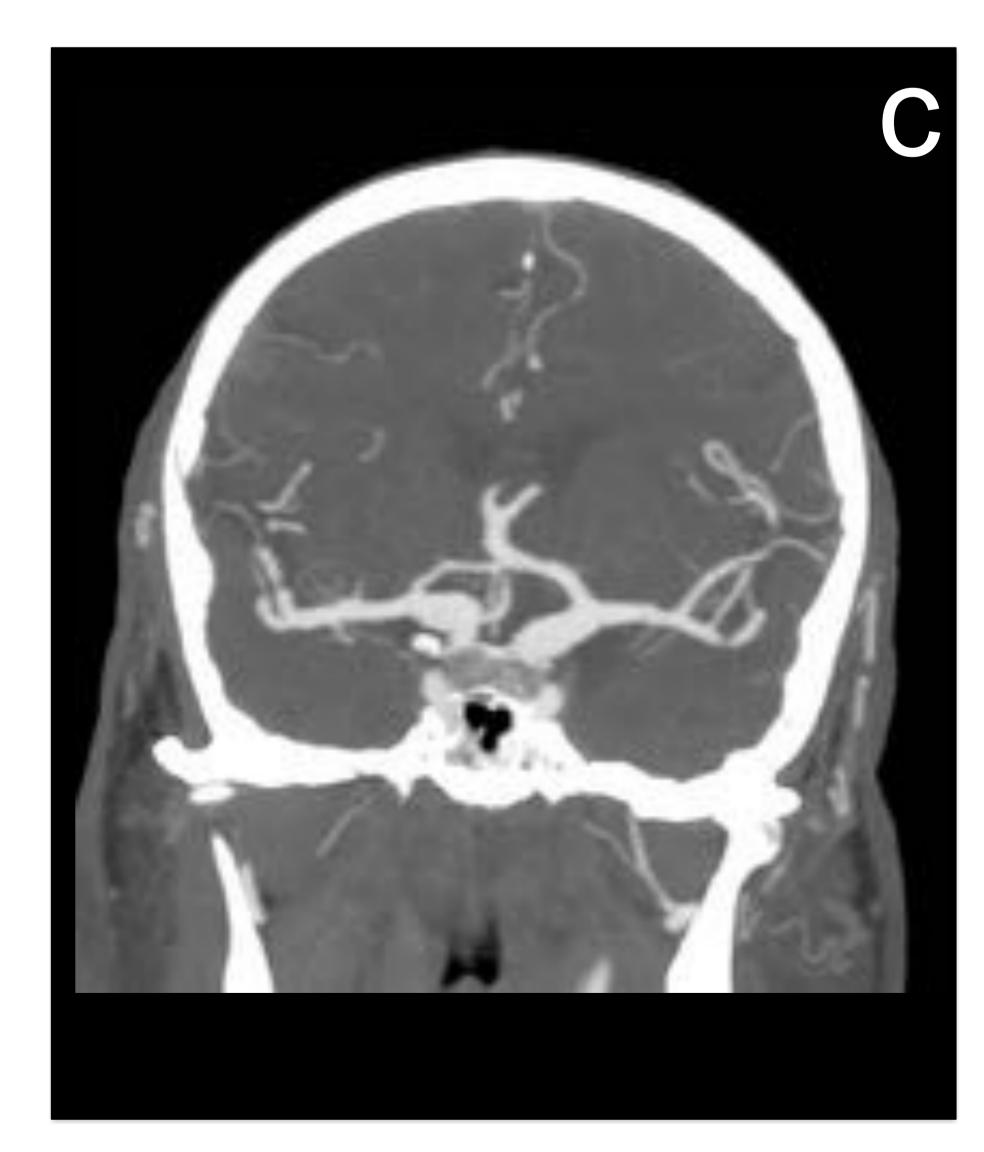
Varón de 63 años en estudio por deterioro del estado general y bradipsiquia de meses de evolución. Se realiza angio TC cráneo. Se evalúa el grado de dolicoectasia aplicando los criterios de *Smoker*. a) Reconstrucción MIP axial. Aumento del diámetro transversal de la arteria basilar a nivel de la protuberancia (11 mm), horizontalización y lateralización del la arteria basilar, alcanzando ambos ángulos pontocerebelosos (grado 3). b) Reconstrucción MIP coronal: altura de la bifurcación de la AB improntando sobre el suelo del III ventrículo (grado 3). c) Reconstrucción MIP coronal anterior a la Fig 4b. Nótese el aumento de calibre de ambas ACMs y ACAs que traduce dolicoectasia concomitante de la circulación anterior.
